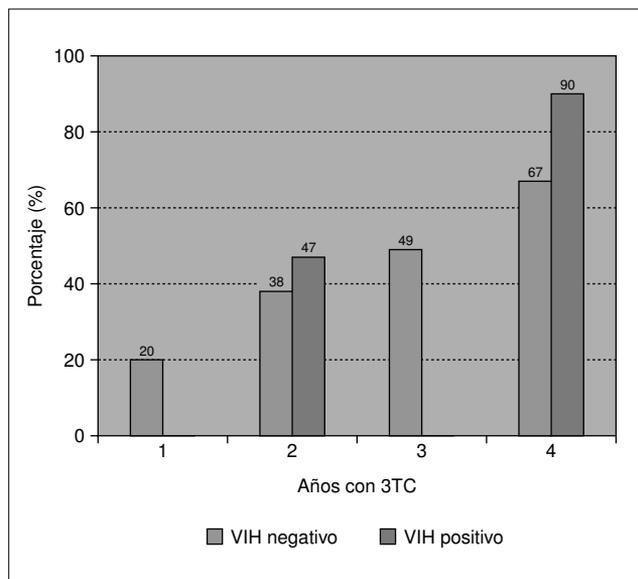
Desarrollo de mutaciones de resistencia a 3TC según serología VIH.
